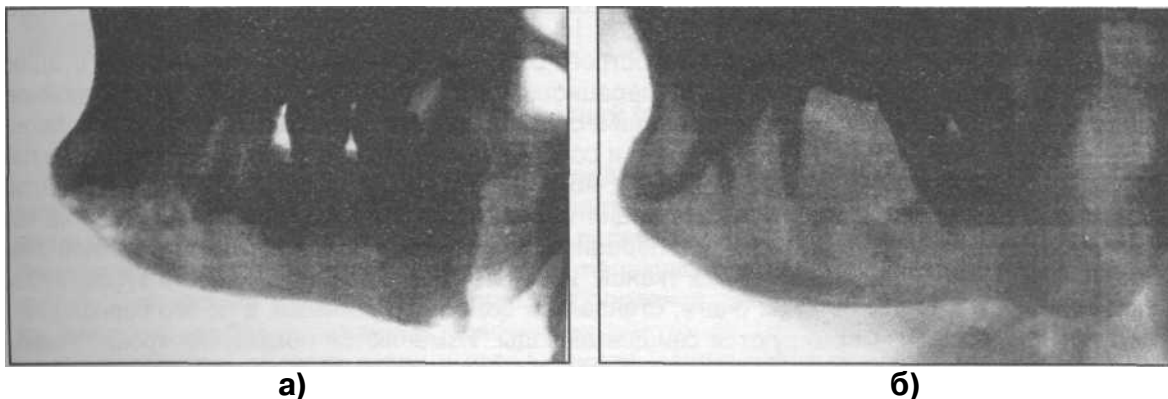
Рентгенограмма нижней челюсти больного острым одонтогенным остеомиелитом: а) в первые дни заболевания; б) через 1 месяц от начала заболевания.
